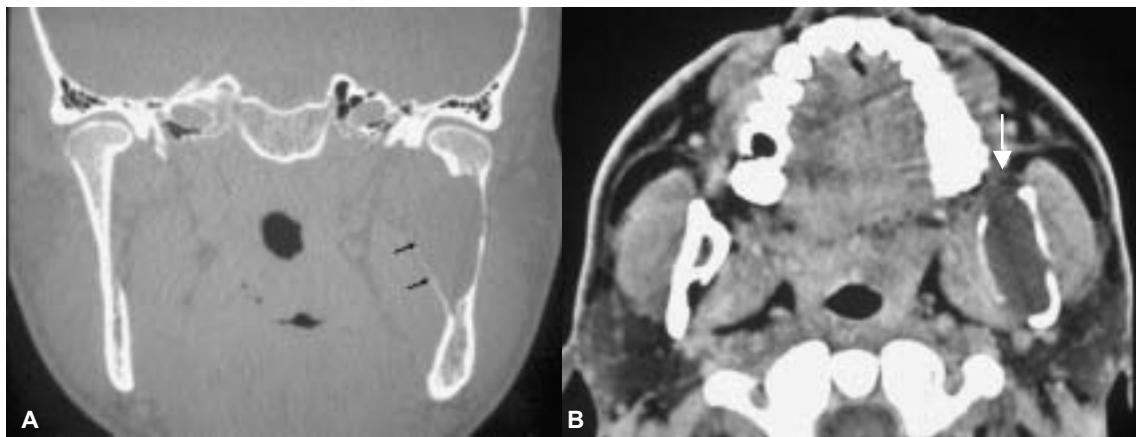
A y B. Queratoquiste. Corte de tomografía computada coronal con técnica de alta resolución y transversal con técnica de tejidos blandos. Se observa una lesión expansiva, hipodensa que expande a la rama ascendente con remodelación y ruptura ósea con extensión a la proximidad del trígono retromolar (flecha blanca).
